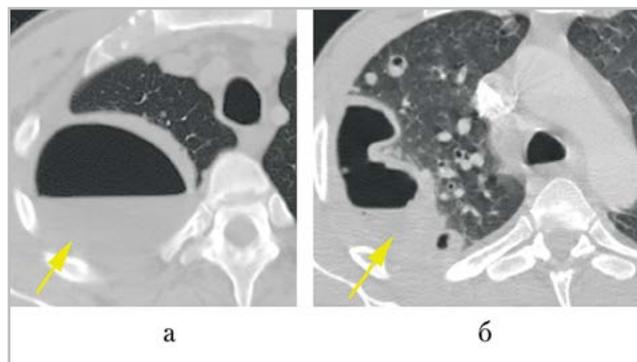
МСК-томограммы органов грудной полости (разные пациенты — *а, б*) с болюсным контрастным усилением, венозная фаза: признаки эмпиемы плевры справа (*стрелки*)
